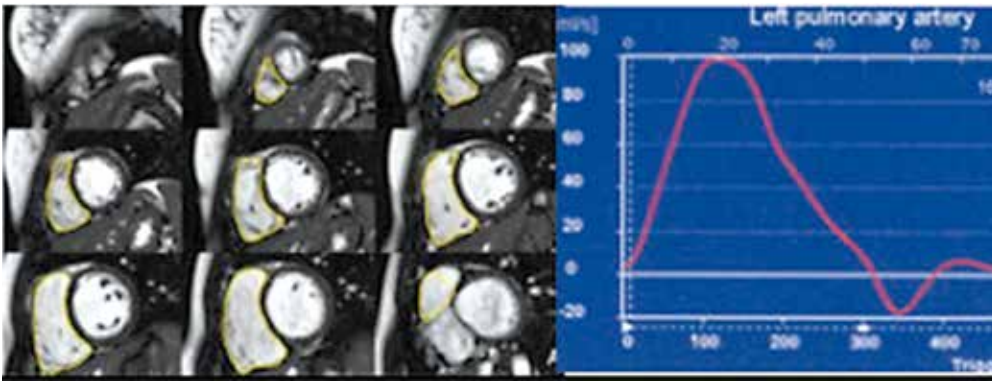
Quantification d'une IT en IRM cardiaque avec mesure du volume d'éjection systolique du VD (volume télédiastolique – volume télésystolique) auquel on retire le volume antérograde dans l'artère pulmonaire obtenu à l'aide d'une séquence en contraste de phase. L'IRM permet aussi l'analyse de la fonction VD, la mesure de l'anneau tricuspide.
